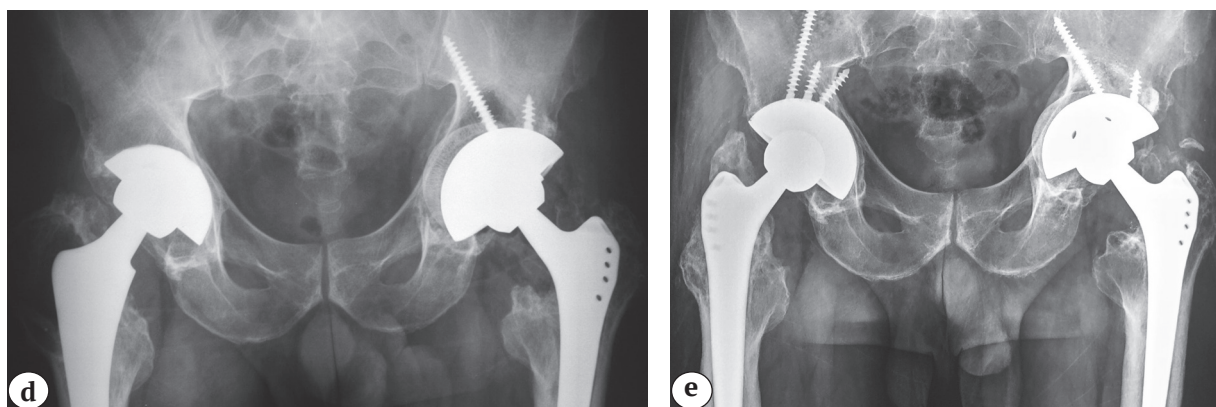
(d, e). Рентгенограммы пациента 56 лет: d — после ревизию; e — через 7 лет после ревизию
